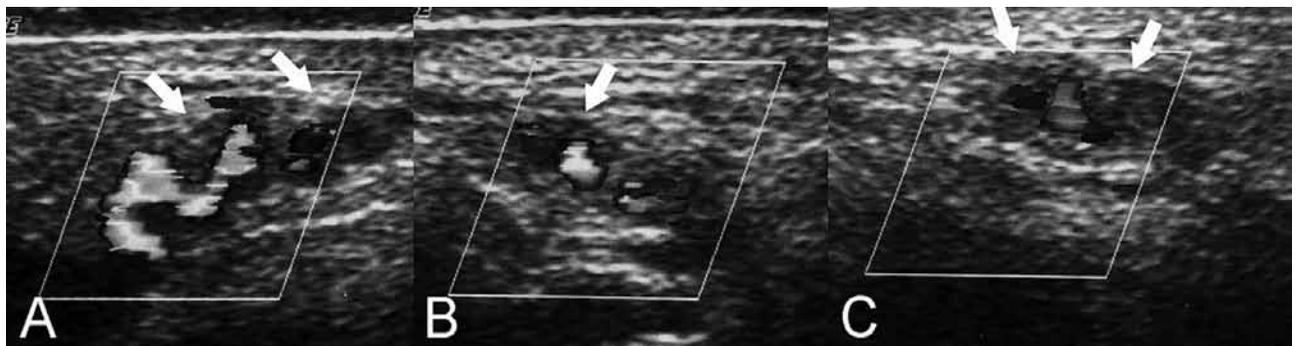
Ecografía Doppler de ambas arterias temporales superficiales que demuestra el signo del halo ecográfico (flechas). A) Corte longitudinal. B) y C) Cortes axiales.
